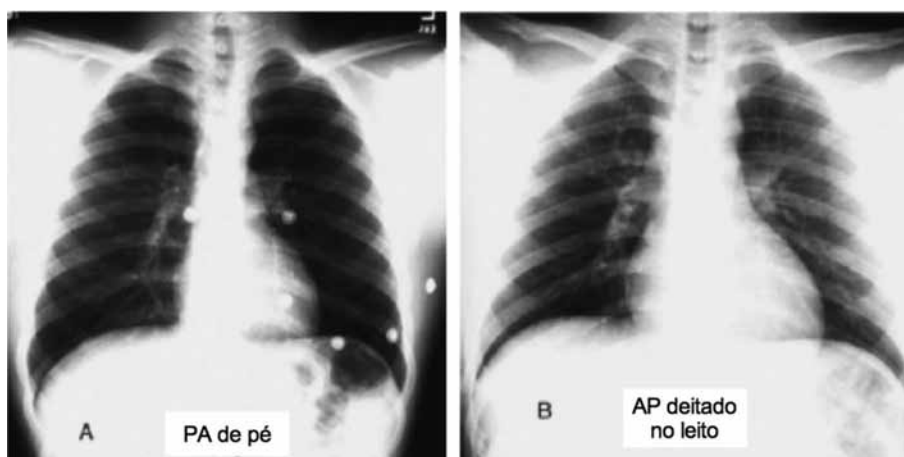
Comparação entre radiografias em projeção PA e AP. Observe o aumento da sombra cardíaca em um mesmo paciente.
